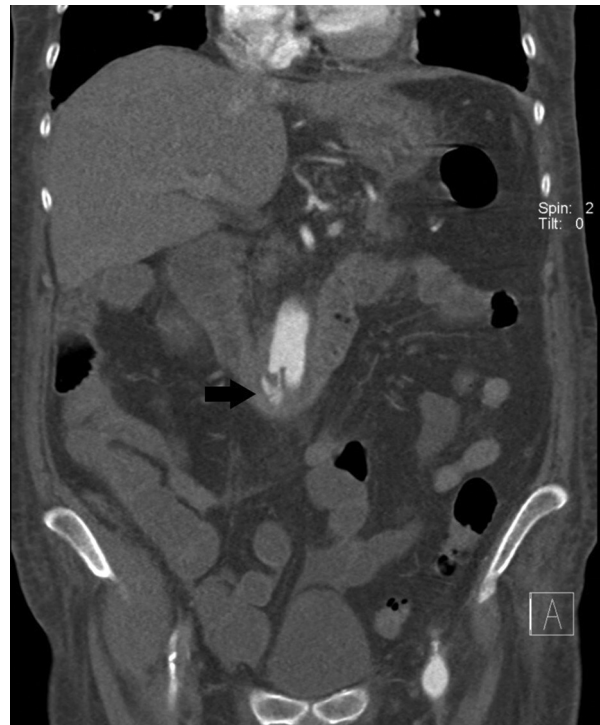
Angiografía por tomografía computarizada, corte coronal, que muestra extravasación de contraste de la luz aórtica al duodeno (flecha).
